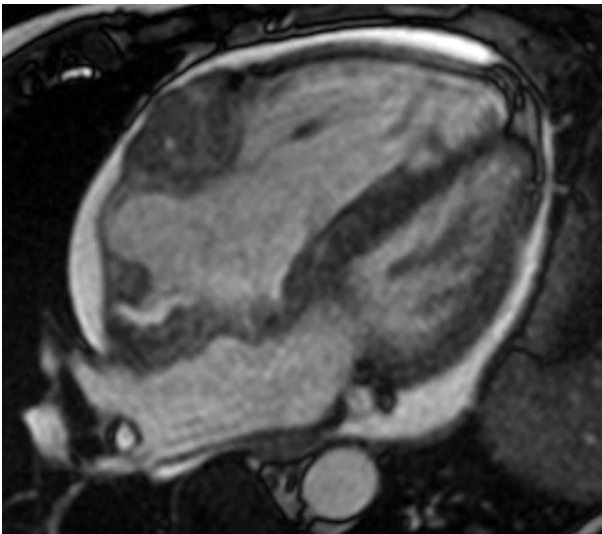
Магнітно-резонансна томографія серця. У 4-камерній проекції визначається екзофітна інфільтрація пухлиною передньої стінки ПШ на межі з правим передсердям.
